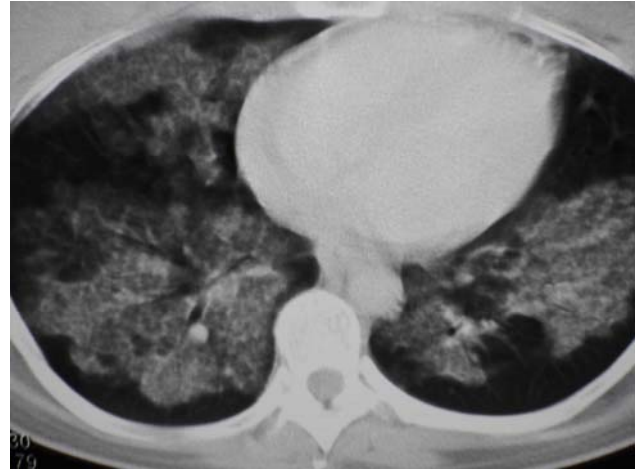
Rx y TAC de tórax del paciente, que corresponde al postoperatorio inmediato. Se evidencian lesiones consolidativas que comprometen ambos lóbulos inferiores. Imágenes características descritas como crazy paving.
